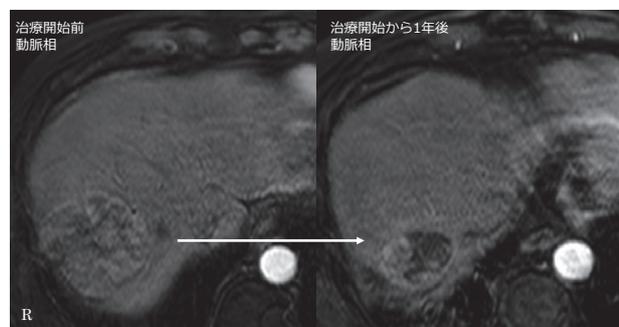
Gd-EOB-DTPA による肝造影 MRI 検査(症例 1)：放射線治療開始から 1 年後の再検では、一部に造影効果は残存しているものの腫瘍が縮小しており、標的病変に対する治療効果は TE3 と判定した。
